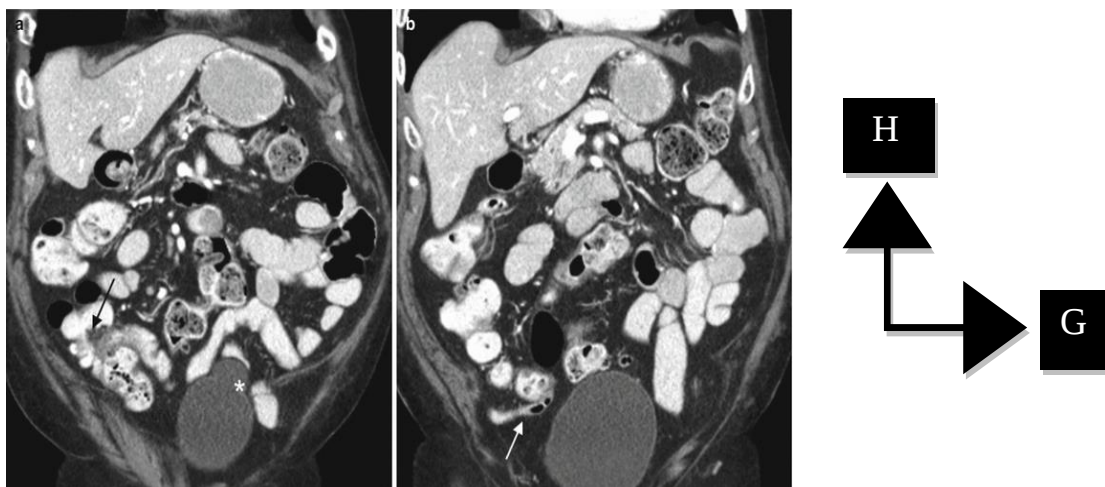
Image TDM d'un appendice normal. [33]
